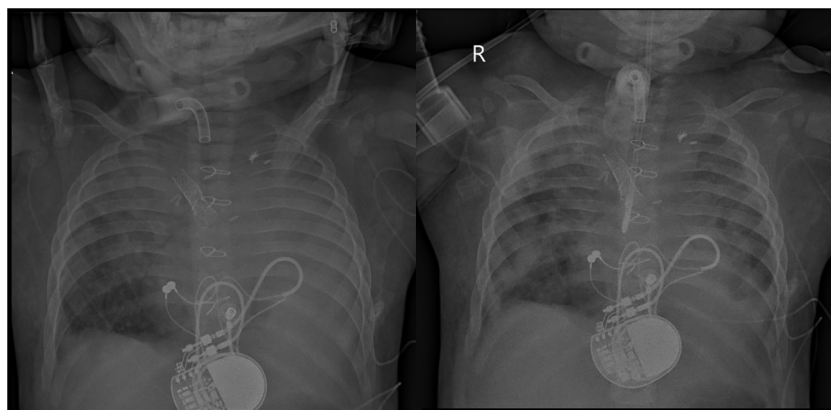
Radiografías realizadas en UCIP antes (izquierda) y después (derecha) de la fibrobroncoscopia.
